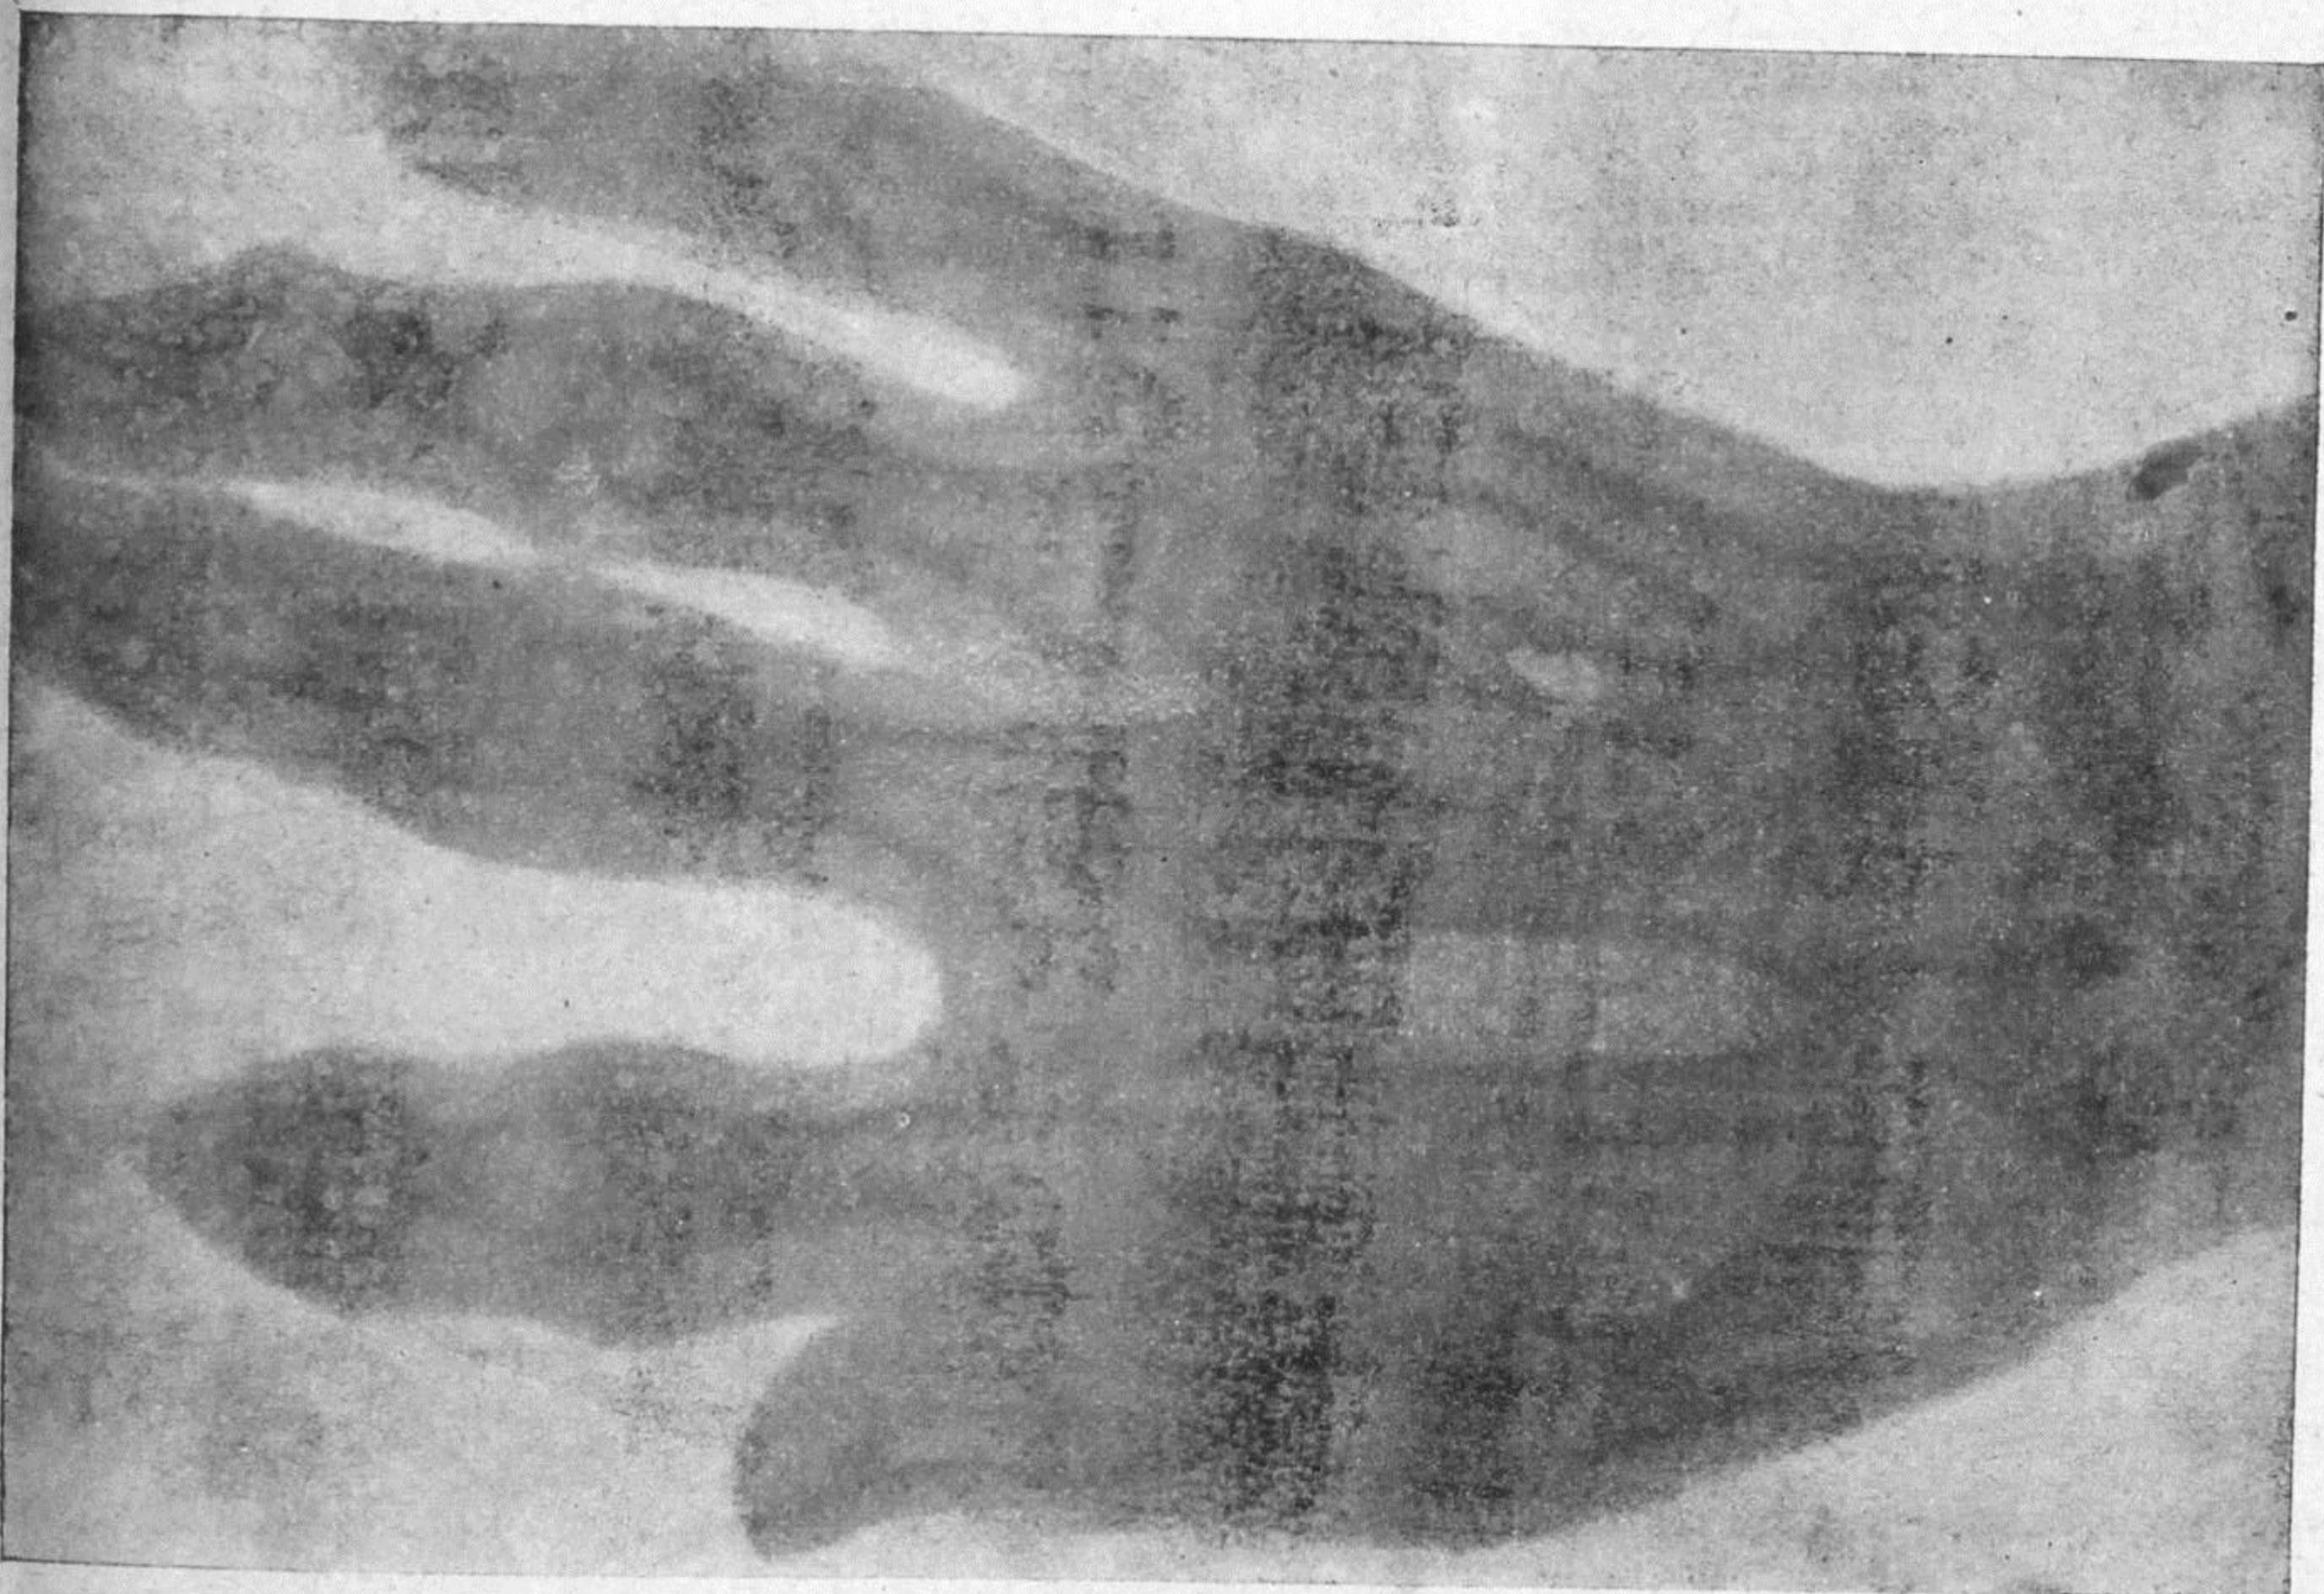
Radiografia della mano, dimostrante il rammollimento notevole delle ossa del carpo, dei metacarpi e delle falangi, e le lievi alterazioni delle articolazioni interfalangee.
